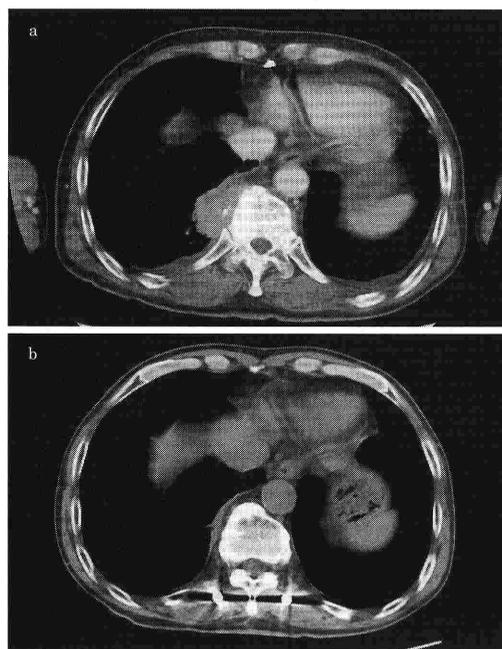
a: Chest CT taken on first visit (August, 2010). Thoracic vertebrae Th10/11 adjacent to a mass shadow were osteolytic. b: Chest CT after treatment (January, 2011). The mass decreased and substantially diminished after 120 days of the antibacterial treatment.
